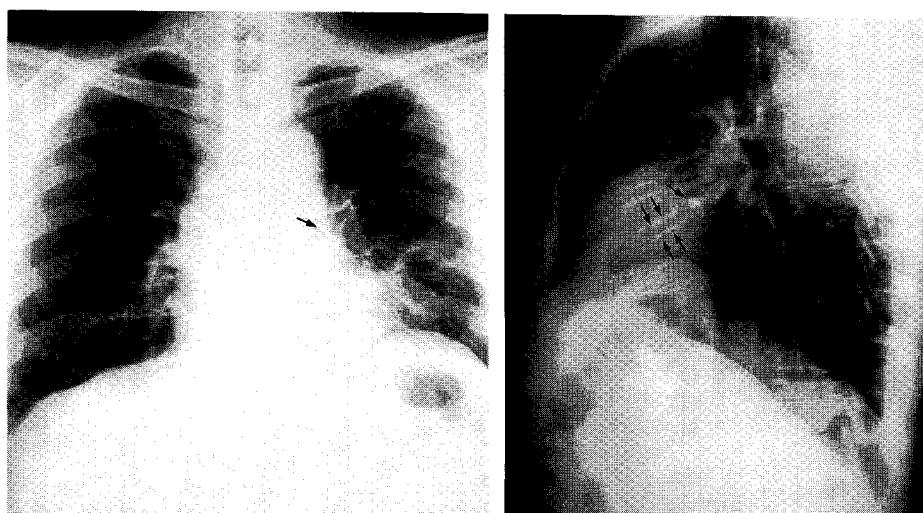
The simple chest X-rays show a radio-opaque density (arrow) in left hilar lesion and diffuse bronchiectatic change with tram line (arrow) in lingular bronchus.
